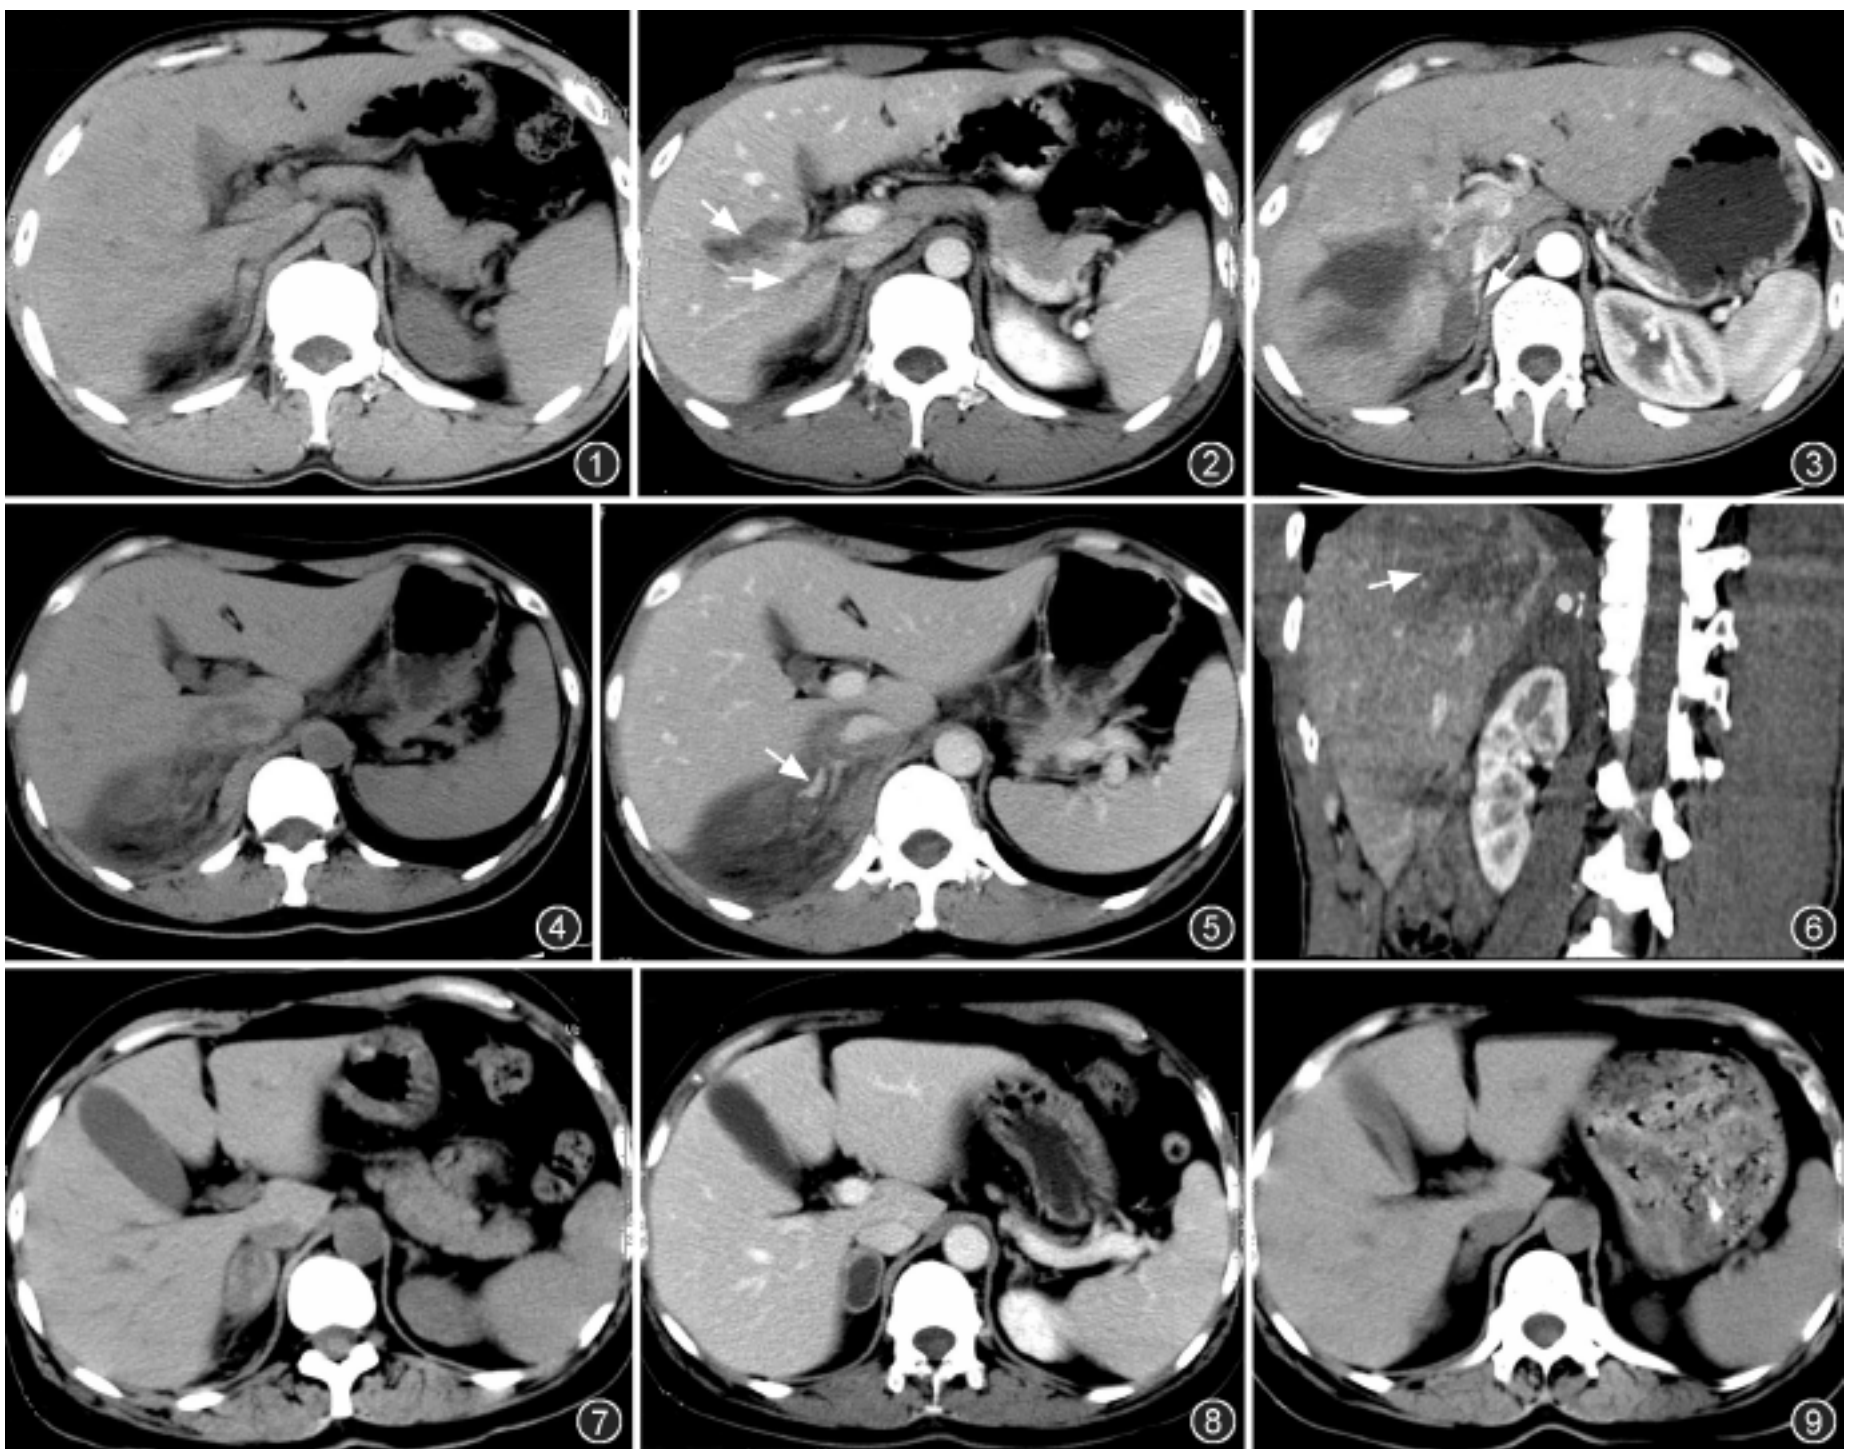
2 男, 25 岁, 右肾上腺挫伤。图 1 为 CT 平扫, 示右侧肾上腺肿胀增粗, 密度增高, 肾上腺周围见条纹影。图 2 为增强扫描, 示右侧肿胀的肾上腺强化幅度减低, 呈相对低密度, 左侧肾上腺形态及强化幅度正常, 同时显示平扫不明显的肝右叶撕裂伤(箭)。图 3 男, 35 岁, 右侧肾上腺血肿。增强扫描示右侧肾上腺卵圆形血肿, 血肿边缘呈人字形推移张开, 肾上腺肢体呈线条样明显强化(箭), 肿块无强化, 伴肝内血肿及撕裂伤。图 4 ~ 6 女, 30 岁, 右肾上腺弥漫性出血。图 4 为 CT 平扫, 示右侧肾上腺区较弥漫的出血湮没右肾上腺, 出血灶形态不规则, 密度不均。图 5 为增强扫描, 未见明确肾上腺肢体显示, 出血区见对比剂外溢, 表现为点状、结节状对比剂聚集区(箭), 术中证实为肾上腺碎裂、肾上腺中央静脉分支断裂伴活动性出血。图 6 为多平面重组, 清楚显示右肾上腺出血区结节状的对比剂外溢影, 并可见肝顶部较大范围的挫裂伤(箭)。图 7 ~ 9 女, 50 岁, 右侧单纯肾上腺损伤, 血肿形成。图 7 为首次 CT 平扫, 示右肾上腺卵圆形混杂密度肿块。图 8 为伤后 1 个月后复查, 增强扫描示肿块体积缩小, 密度减低, 呈假囊肿样, 肿块周围呈环形明显强化, 肾上腺肢体显示更清楚。图 9 为伤后 3 个月后复查, 示右侧肾上腺血肿基本吸收, 肾上腺形态趋向正常。
